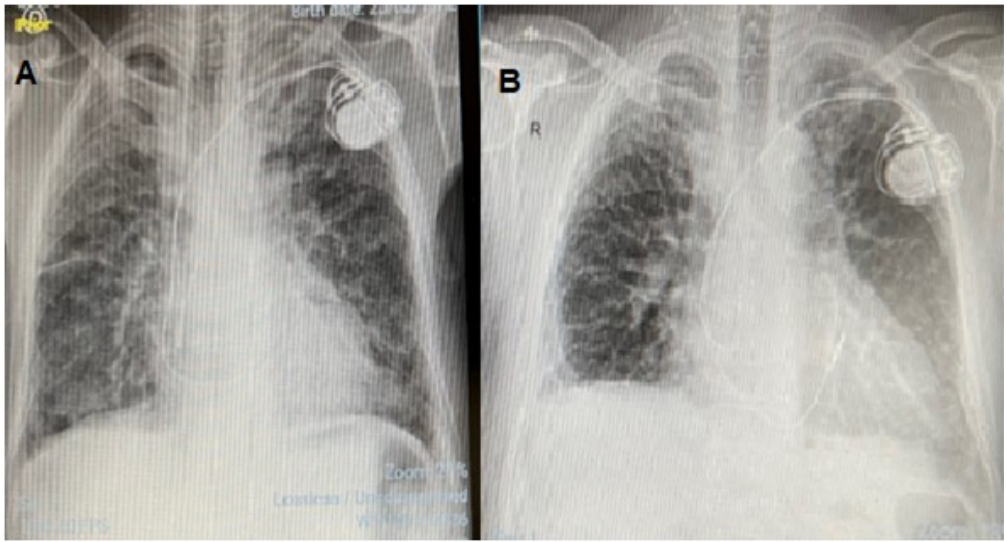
Radiografía de tórax. A. Infiltrado bilateral y difuso al momento del diagnóstico. B. Un año después, presenta aumento del índice cardio-torácico y elementos de falla cardíaca.
